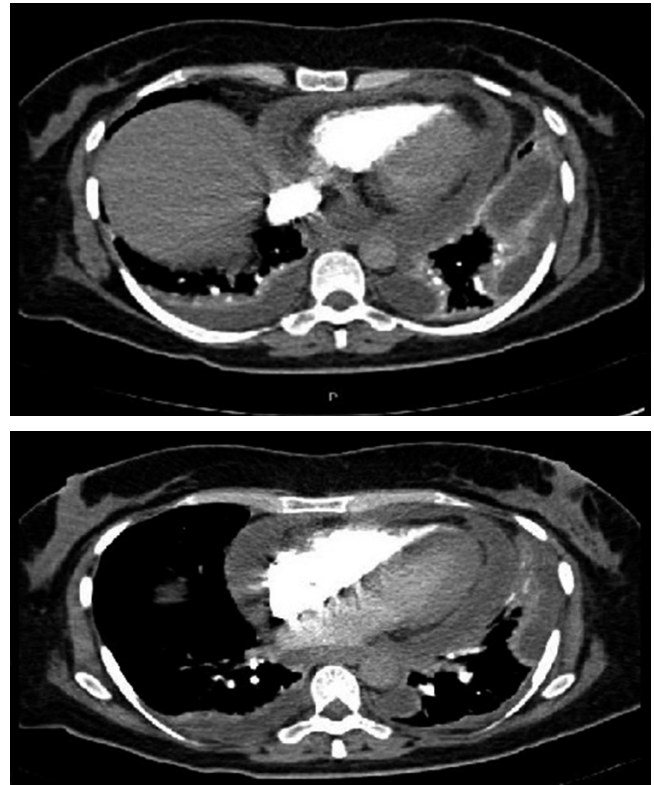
Tomografías de tórax con derrame pericárdico.
